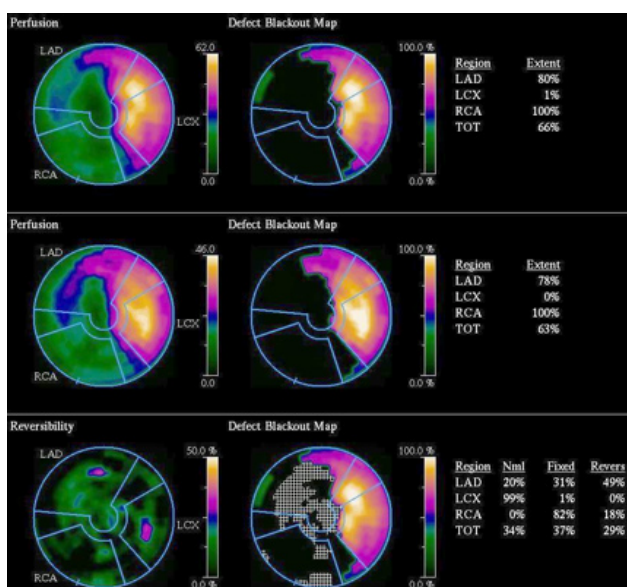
Перфузионно-метаболические процессы в миокарде у пациента Д., 46 лет. Резецированная ПАЛЖ с диффузным поражением ПМЖА в послеоперационном периоде.
